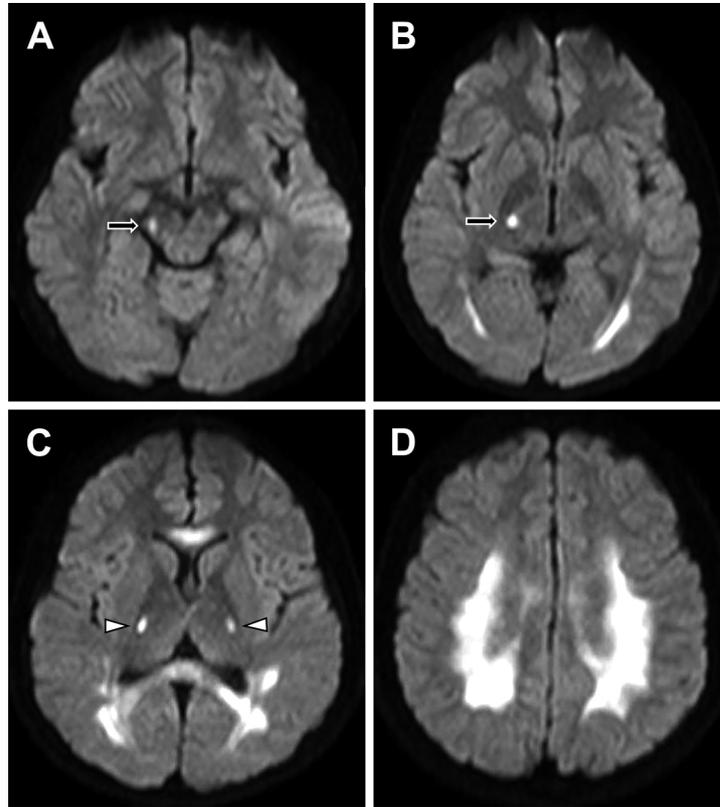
MRI of the patient's brother at the age of 14 years.
